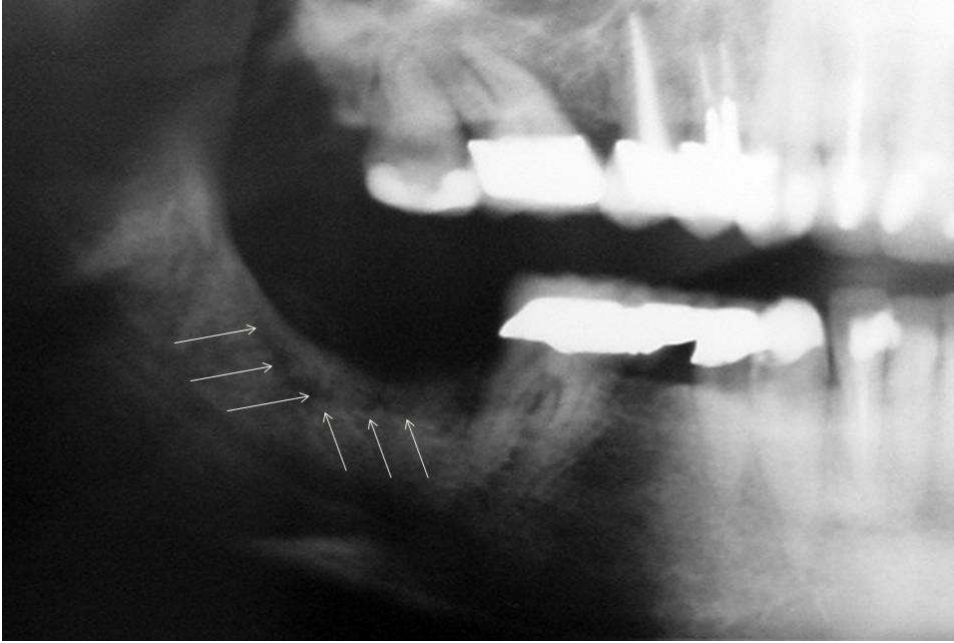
Radiografia panorâmica mostrando sequestro ósseo maior que 15 mm (setas) observado em caso de ONMAB. (Foto gentilmente cedida pelo Dr. Luis Marcelo Sênedá)
